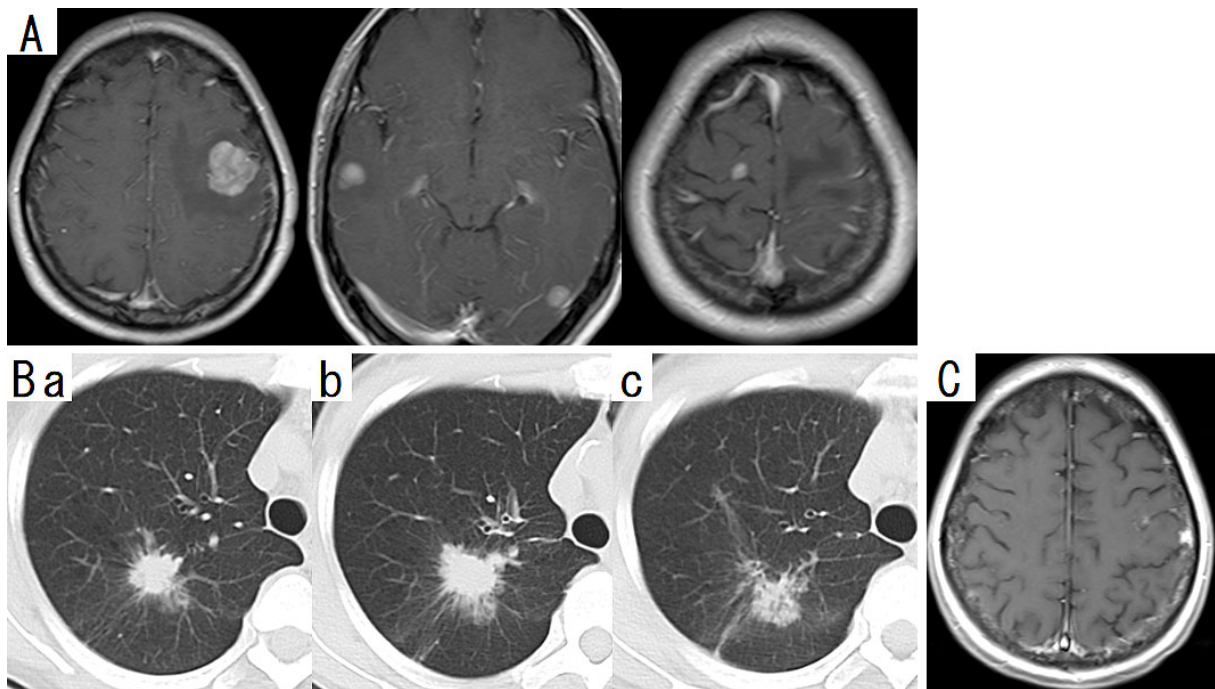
(A) Head magnetic resonance imaging (MRI) at the time of the diagnosis showed multiple metastasis. (B) Chest computed tomography (CT) (a) at the time of the diagnosis, (b) at the time of relapse, (c) two months after the administration of pembrolizumab. After the administration of pembrolizumab, the reduction of the origin tumor in the right upper lobe was observed. (C) Head MRI after whole-brain irradiation revealed no relapse.
